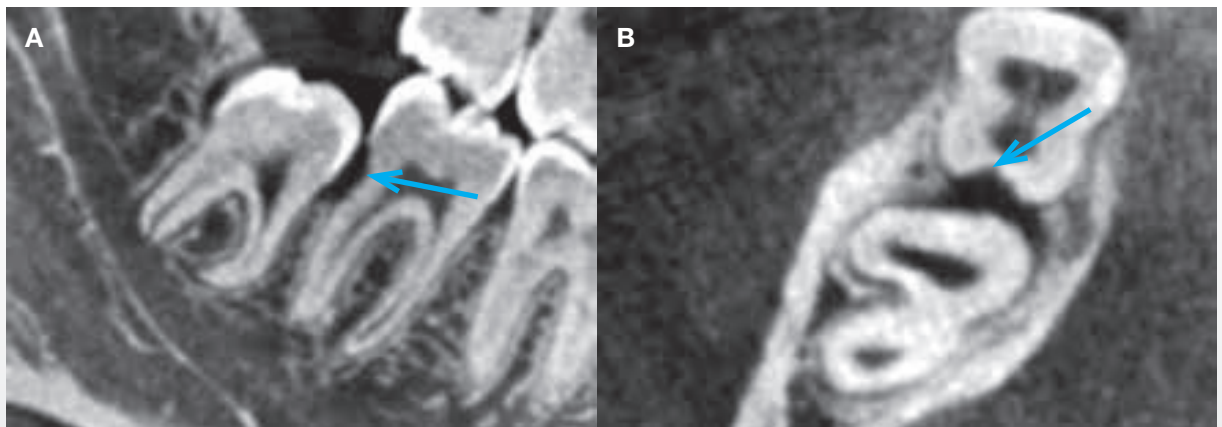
CBCT af 8-, som har forårsaget resorption distalt på 7- (pile). A. Snit i det sagittale plan. B. Snit i det aksiale plan.
